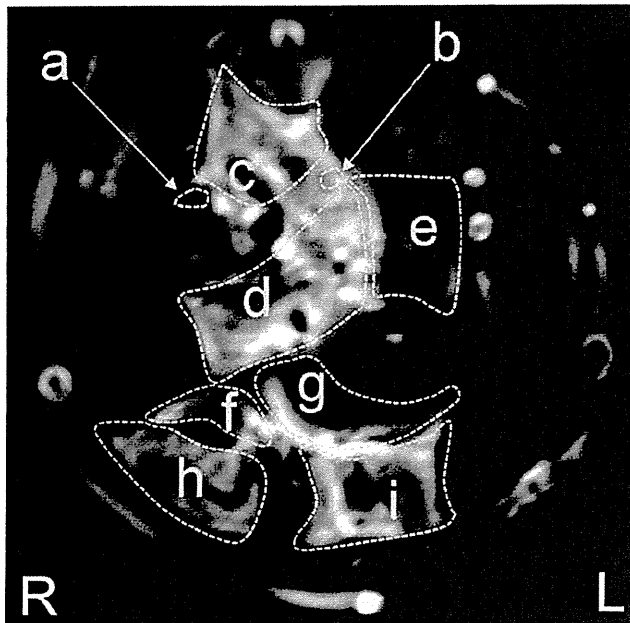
Axial short TI inversion recovery (1.5T, TR 7,300 ms, TE 71 ms) MRI of the left forearm. Median nerve (b), flexor digitorum superficialis (c), flexor digitorum profundus (d), pronator teres (e), extensor pollicis longus (f), spinator (g), extensor carpi ulnaris (h), and extensor digitorum (i) showed abnormal high signal intensity. The ulnar nerve (a) showed normal signal intensity.
